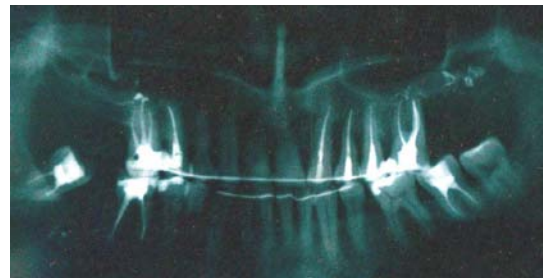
Ортопантомограмма пациента Н. через 12 мес после лечения
